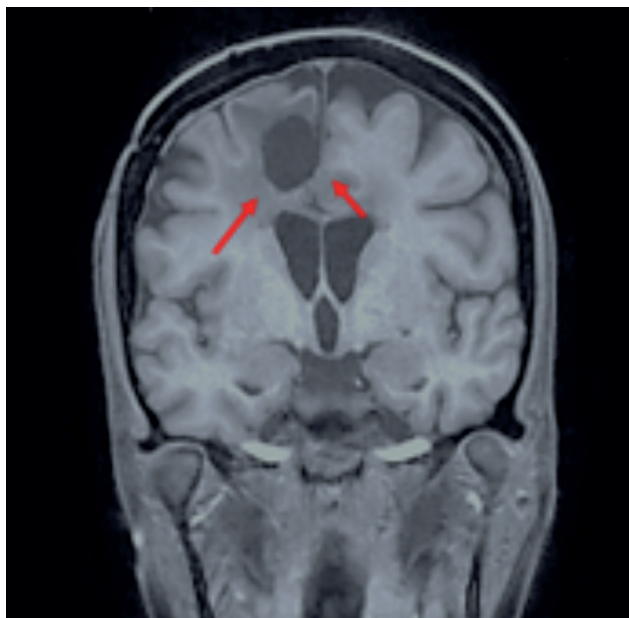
Risonanza magnetica (RM) dopo 3 mesi di trattamento con lapatinib + capecitabina: le aree di *enhancement* attribuibili a recidiva non sono più visibili.
